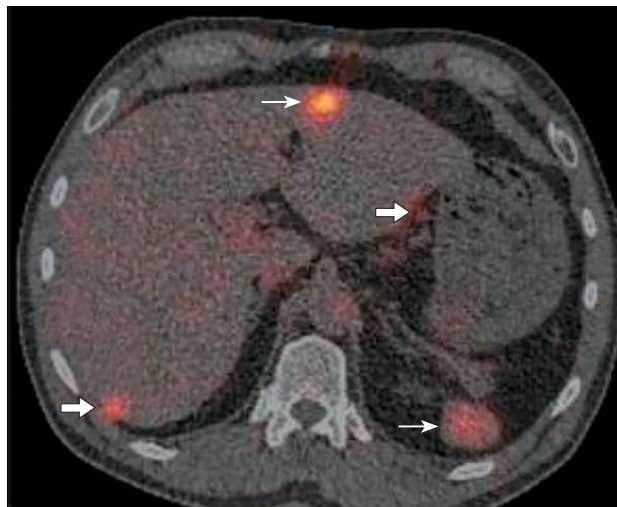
Интраабдоминальный и внутripеченочный спленоз (по К. Ananthan и соавт., 2019 [16]). Сцинтиграфия с технецием-99m и термически денатурированными эритроцитами (Tc-99 DRBC) позволила обнаружить множественные очаги поглощения меченых эритроцитов (спленоз), расположенные внутри печени, интраабдоминально, в забрюшинных лимфатических узлах.
